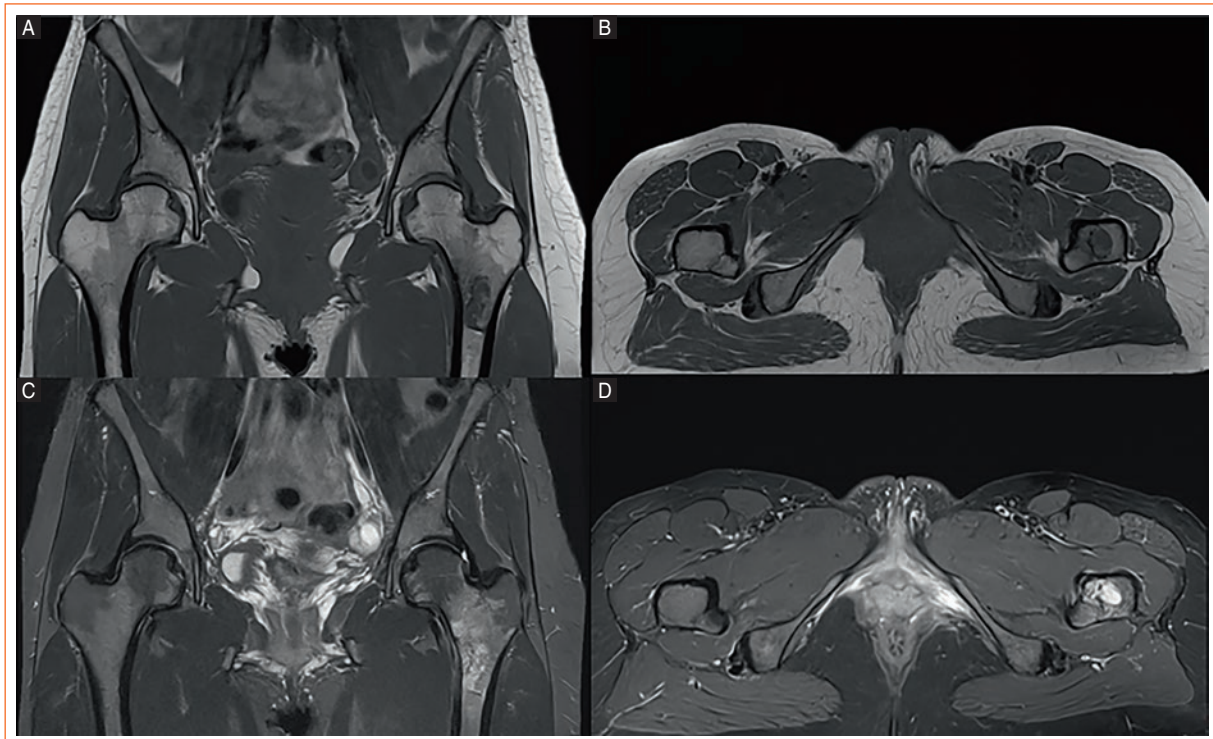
Magnetic Resonance Imaging simple of the hip. An intramedullary lesion is observed at the proximal end of the left femur, ovoid, lobulated, and well-demarcated. On T1 sequences. A-B: the lesion appears heterogeneously hypointense. C-D: while on T2 FS, it is hyperintense, with punctate areas of low signal suggestive of calcifications. The bone cortex is preserved, with no signs of bone expansion, periosteal reaction, or soft tissue extension. The findings are consistent with an enchondroma.
